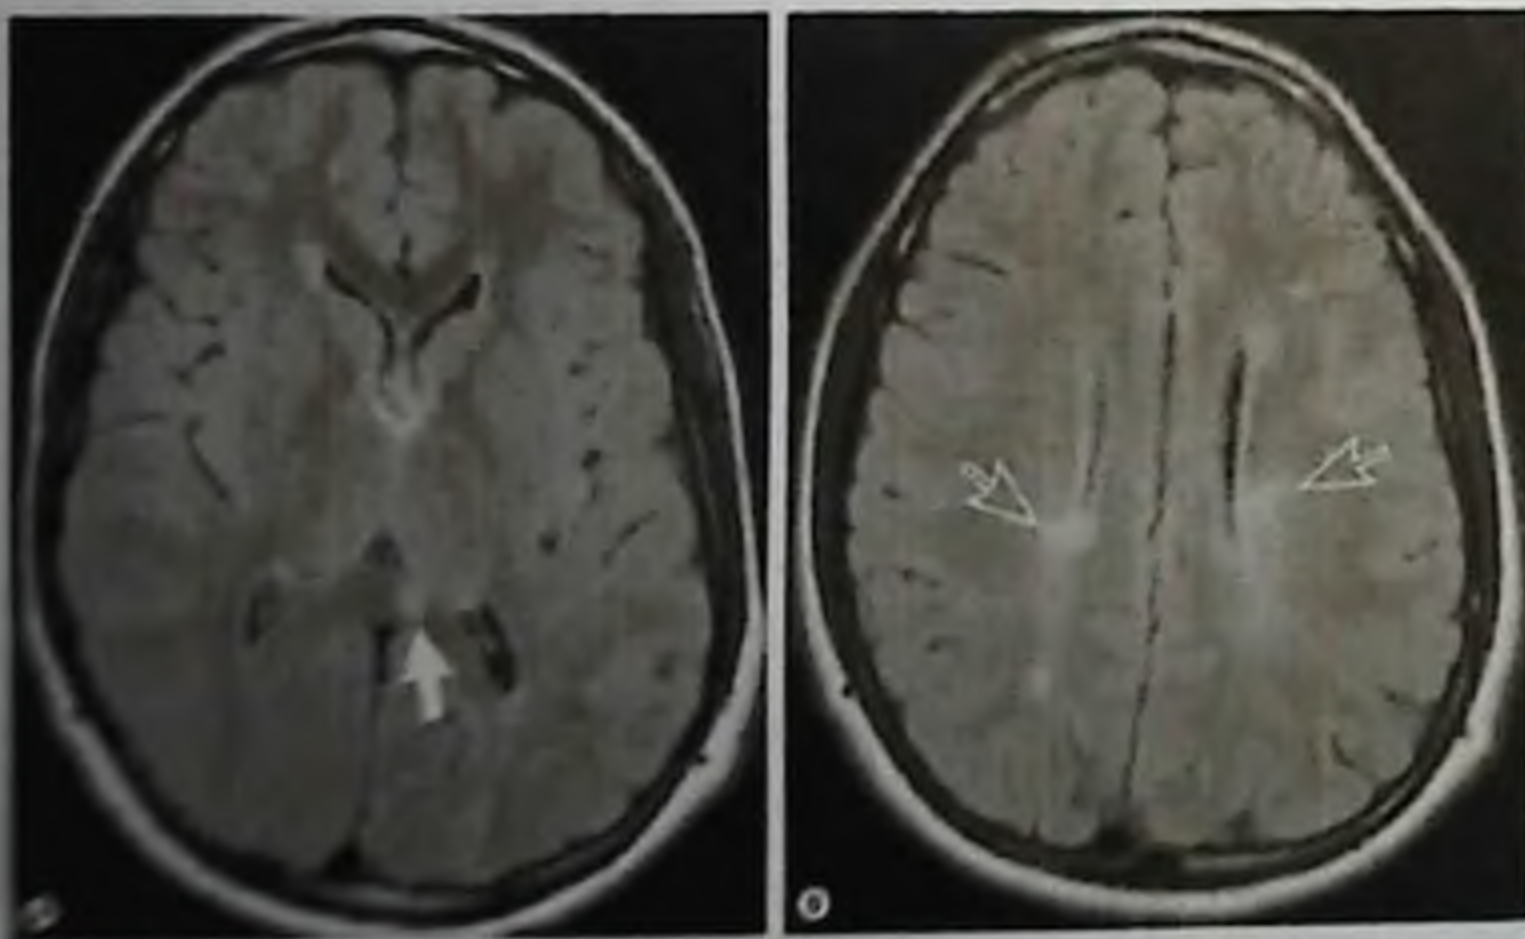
На данном рисунке представлены активные очаги повреждения в белом веществе в режиме FLAIR А) в corpus callosum, В) и в субкортикальном белом веществе
